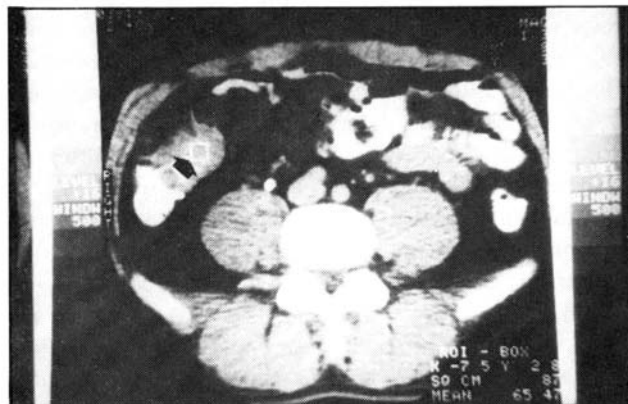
Tomografia computadorizada demonstrando o "efeito massa" na região peri-apendicular (seta), ocasionado por úlcera cecal perfurada.
